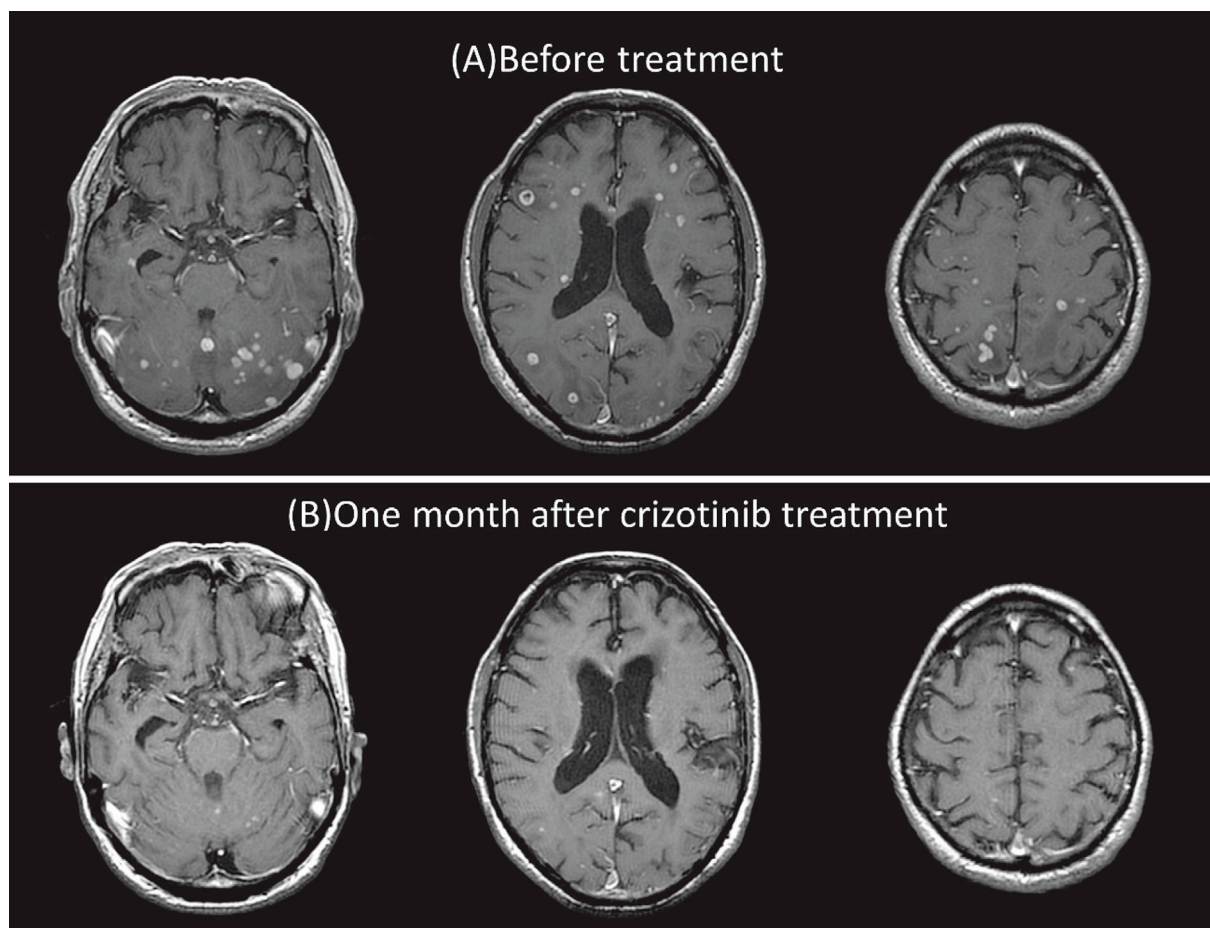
Brain MRI (gadolinium-enhanced) during treatment. (A) At the first visit. (B) One month after starting crizotinib, a marked response of the brain metastases was observed.
